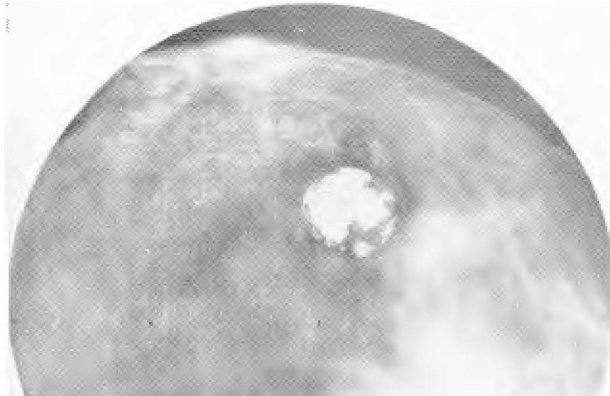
Radiografía simple, incidencia cráneo caudal muestra nódulo redondeado con gruesa calcificación central y fino anillo periférico. Informe anátomo-patológico, E. Castro: fibroadenoma con degeneración hialina, necrosis y calcificación.
